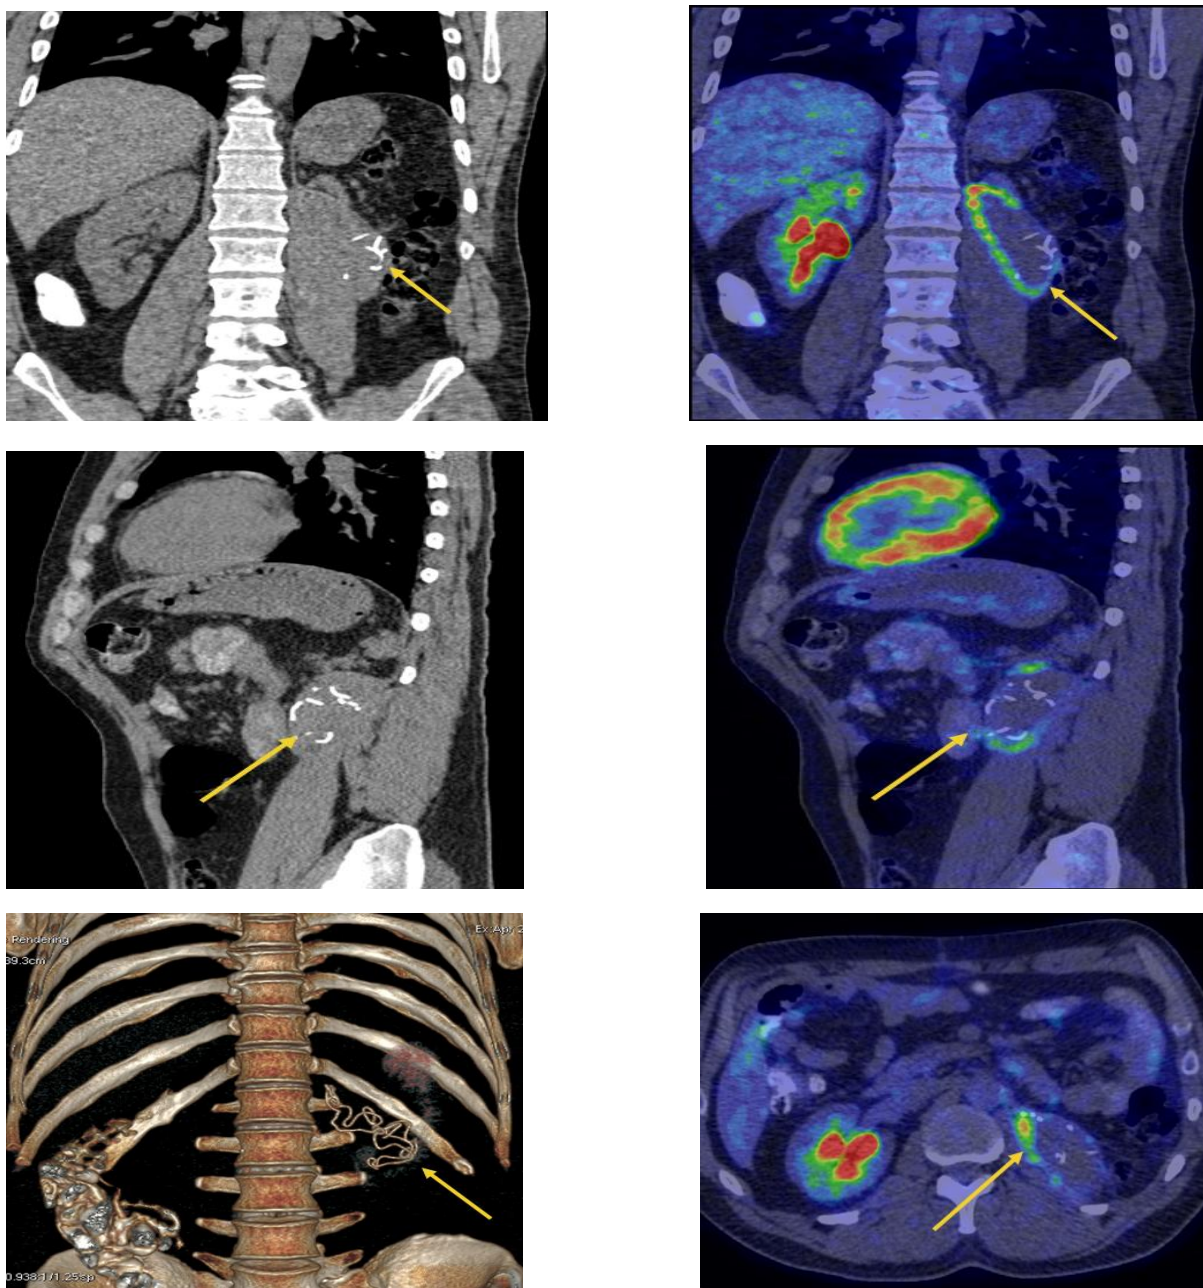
Пациент Н., 41 год. На мультипланарных КТ-реконструкциях, совмещенных ПЭТ/КТ и 3D проекциях в ложе почки паравертебрально визуализируется инородное тело размером 37×68×101 мм с рентгеноконтрастной нитью в толще (помечено стрелками). SUVmax фтордезоксиглюкозы 5,6
